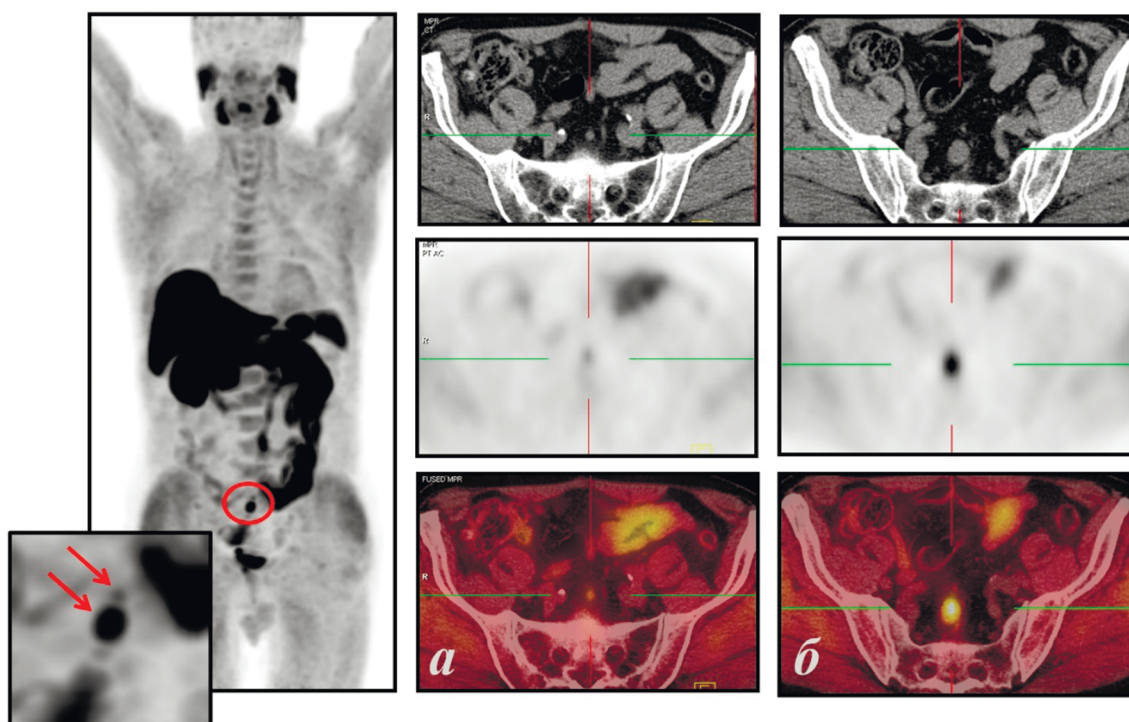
Пациент Т., 73 г., $T_{3b}N_0M_0$, Глисон 8, ПСА = 0,4 нг/мл, через 5 лет после РПЭ. Диагностирован локорегиональный рецидив: патологические очаги в пресакральных лимфоузлах на уровне S1 диаметром 7 мм, $SUV_{max} = 2,2$ (а) и диаметром 17 мм, $SUV_{max} = 6,1$ (б)
